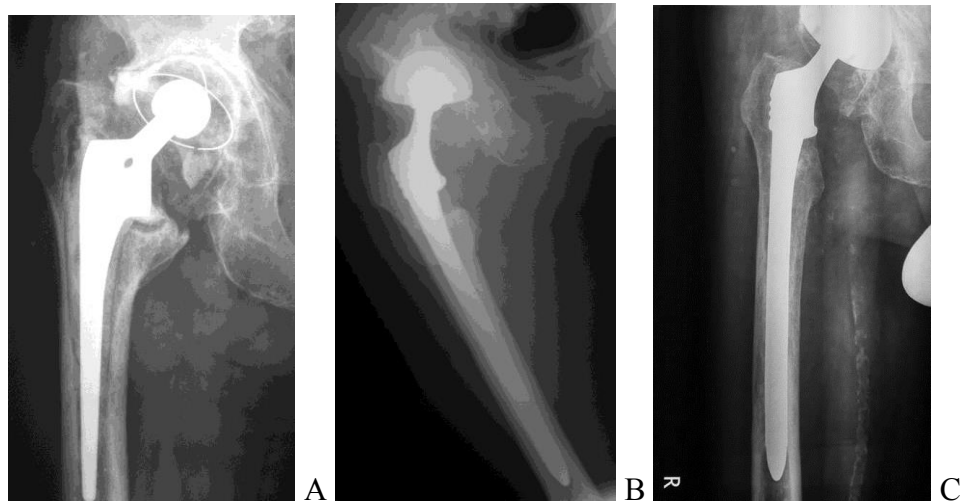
А. Рентгенограмма эндопротеза фирмы Biomet с признаками тотальной нестабильности, цементная фиксация. Дефект впадины 3А, бедра 3В. Состояние после ревизионного эндопротезирования. В. Ревизия: вертлужный компонент ЭСИ, бедренный Solution бесцементная фиксация компонентов. С. Рентгенограмма через 9 лет. Эндопротез стабилен.
